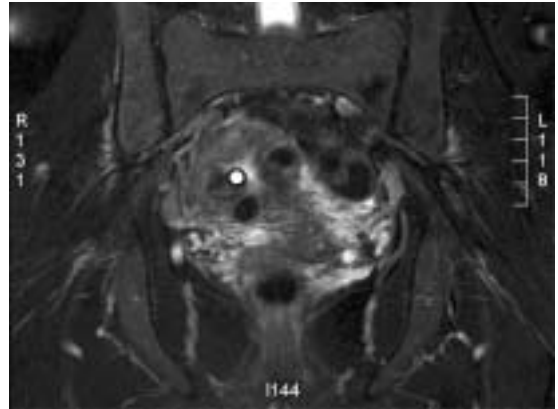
Resonancia magnética de pelvis 6 meses postembolización. Muestra reducción de tamaño del útero y de los miomas, el mayor mide actualmente 1,5 cm (asterisco).
